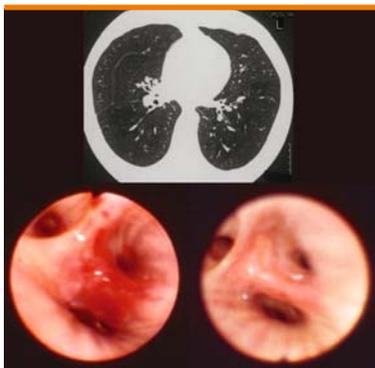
Infiltrazione neoplastica della carena del bronco basale anteriore destro prima e dopo PDT (risposta completa). TC torace negativa alla diagnosi
